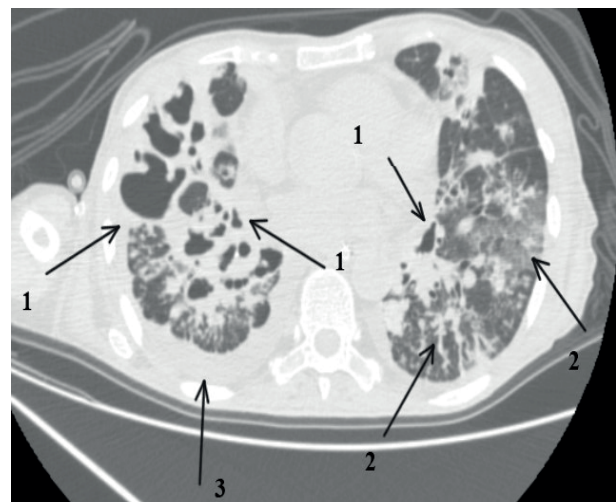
КТ ОГК от 06.12.22 г. пациентки Щ.С.В. 58 л. (стрелками указаны множественные, разнокалиберные полости деструкции (1), разнокалиберные очаги (2), правосторонний плеврит (3))
